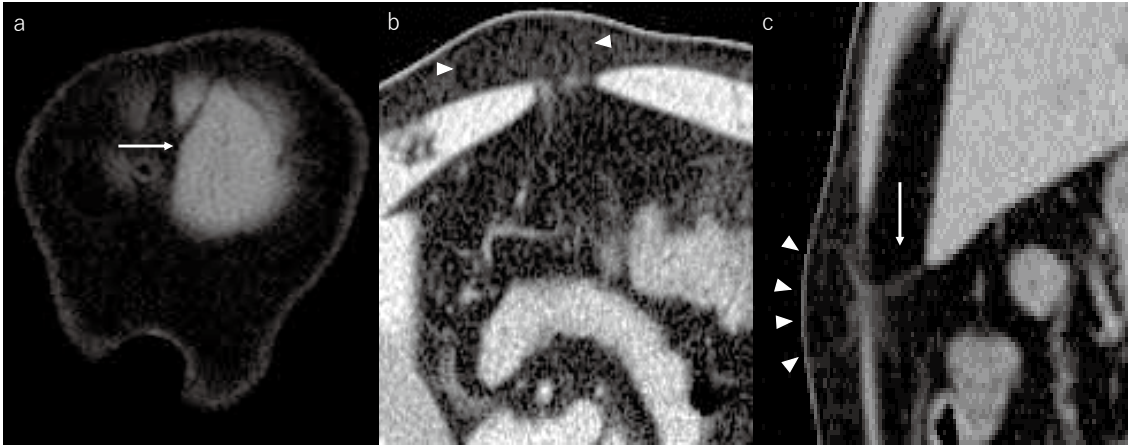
Abdominal CT findings. A (coronal section): There was a 7 mm hernia gate (arrow) in the midline of the upper abdomen along the linea alba. B (horizontal section): The adipose tissue (arrowheads) was protruding through the hernia gate. C (sagittal section): The hernia contents (arrowheads) were contiguous to the liver (arrow).
